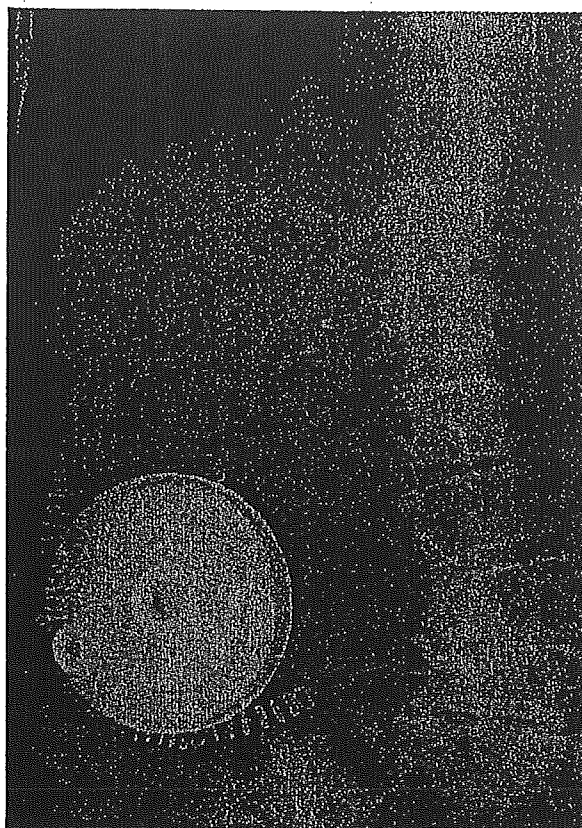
Plain abdominal X-ray
